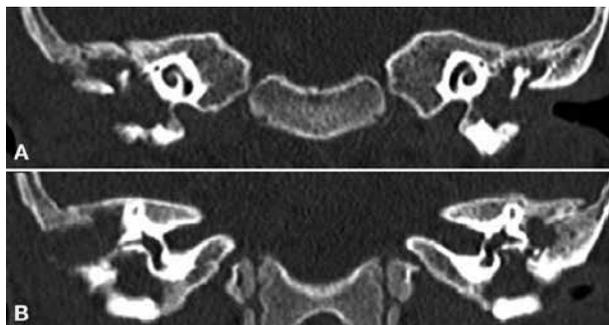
TC peñascos, corte coronal. Erosión ósea de tabla externa de mastoides (B) y hueso timpantal (A).
